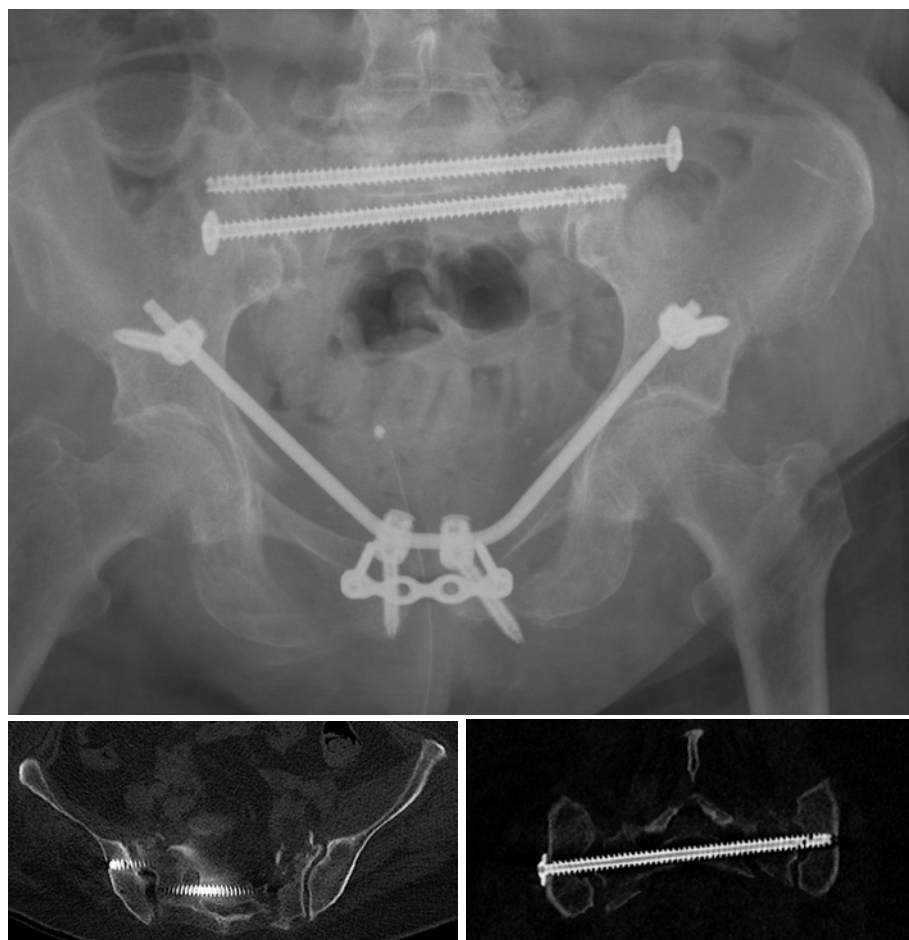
Fallbeispiel: Die Röntgen- und CT-Aufnahmen zeigen den engen Korridor S2 mit präziser Schraubenplatzierung
